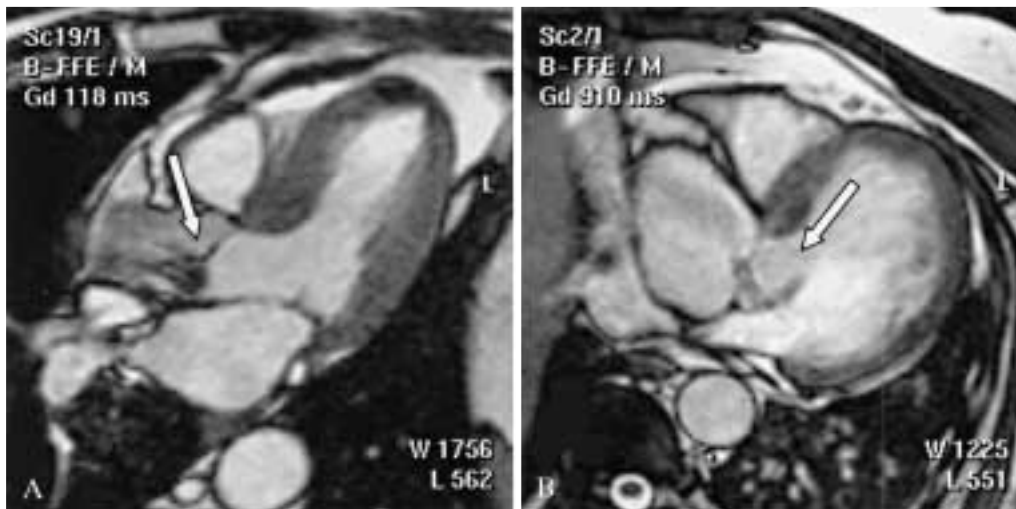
Insufficienza aortica: valutazione qualitativa in Cine RM (B-FFE/SENSE). A) Lieve insufficienza aortica documentata da un modesto signal void (freccia) diretto verso il lembo anteriore della valvola mitrale; B) insufficienza aortica medio-severa documentata da un signal void di maggiore entità (freccia), espressione di maggiore turbolenza.
